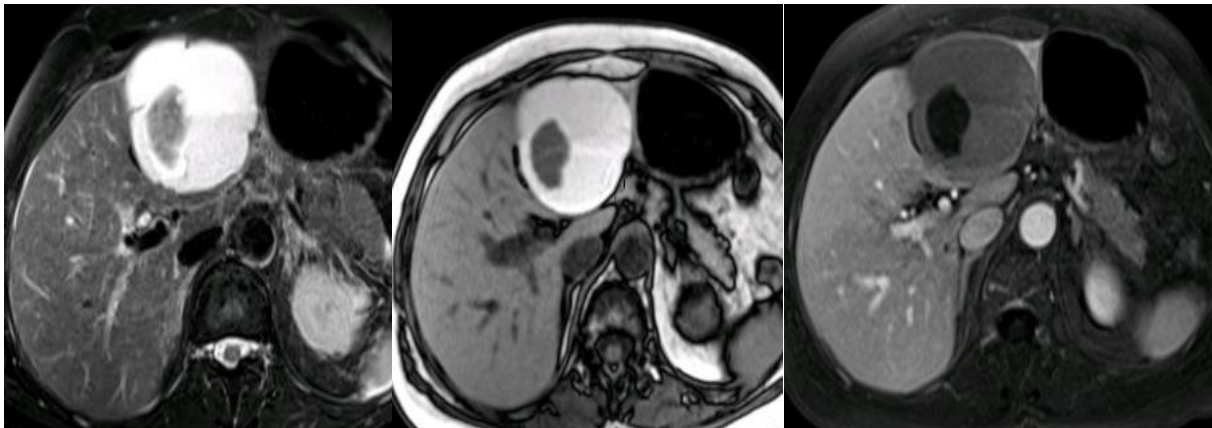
Image d'IRM en coupe axiale montrant un kyste biliaire compliqué avec un caillot intra kystique secondaire à une hémorragie intra-kystique [51].
